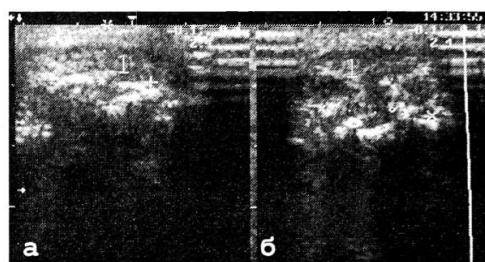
Сонограммы бугристости большеберцовой кости при болезни Осгуда-Шляттера: а — слева; б — справа; 1 — область изменений. Изменения справа выражены более значительно, об этом свидетельствуют как клинические, так и рентгенологические данные (диагноз подтвержден интраоперационно).
